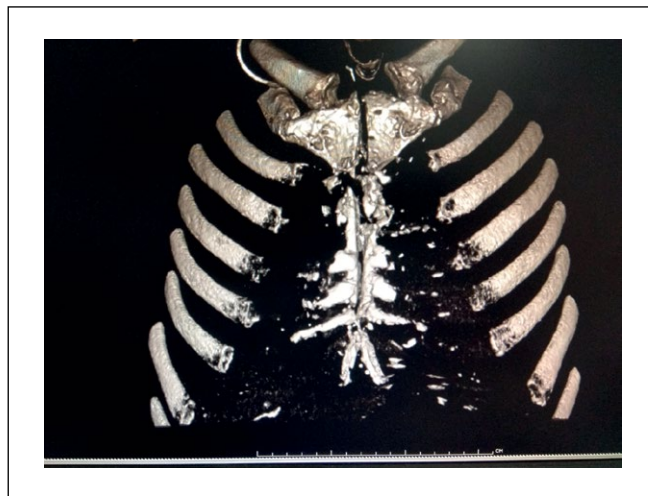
Компьютерная томограмма ОГК. Отмечается деструкция и фрагментация створок грудины.
